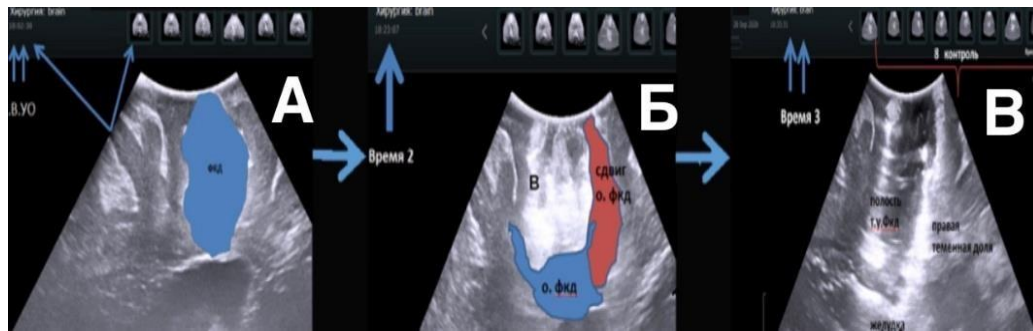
иУЗИ пациента Ж., 8 лет, диагноз «структурная фокальная эпилепсия теменной доли» (А), определение границ ФКД (время 1 — 18 : 02); Б — определение остаточной части ФКД во время операции (время 2 — 18:23); В — тотальное удаление ФКД, контрольное исследование (время 3 — 18:33)
